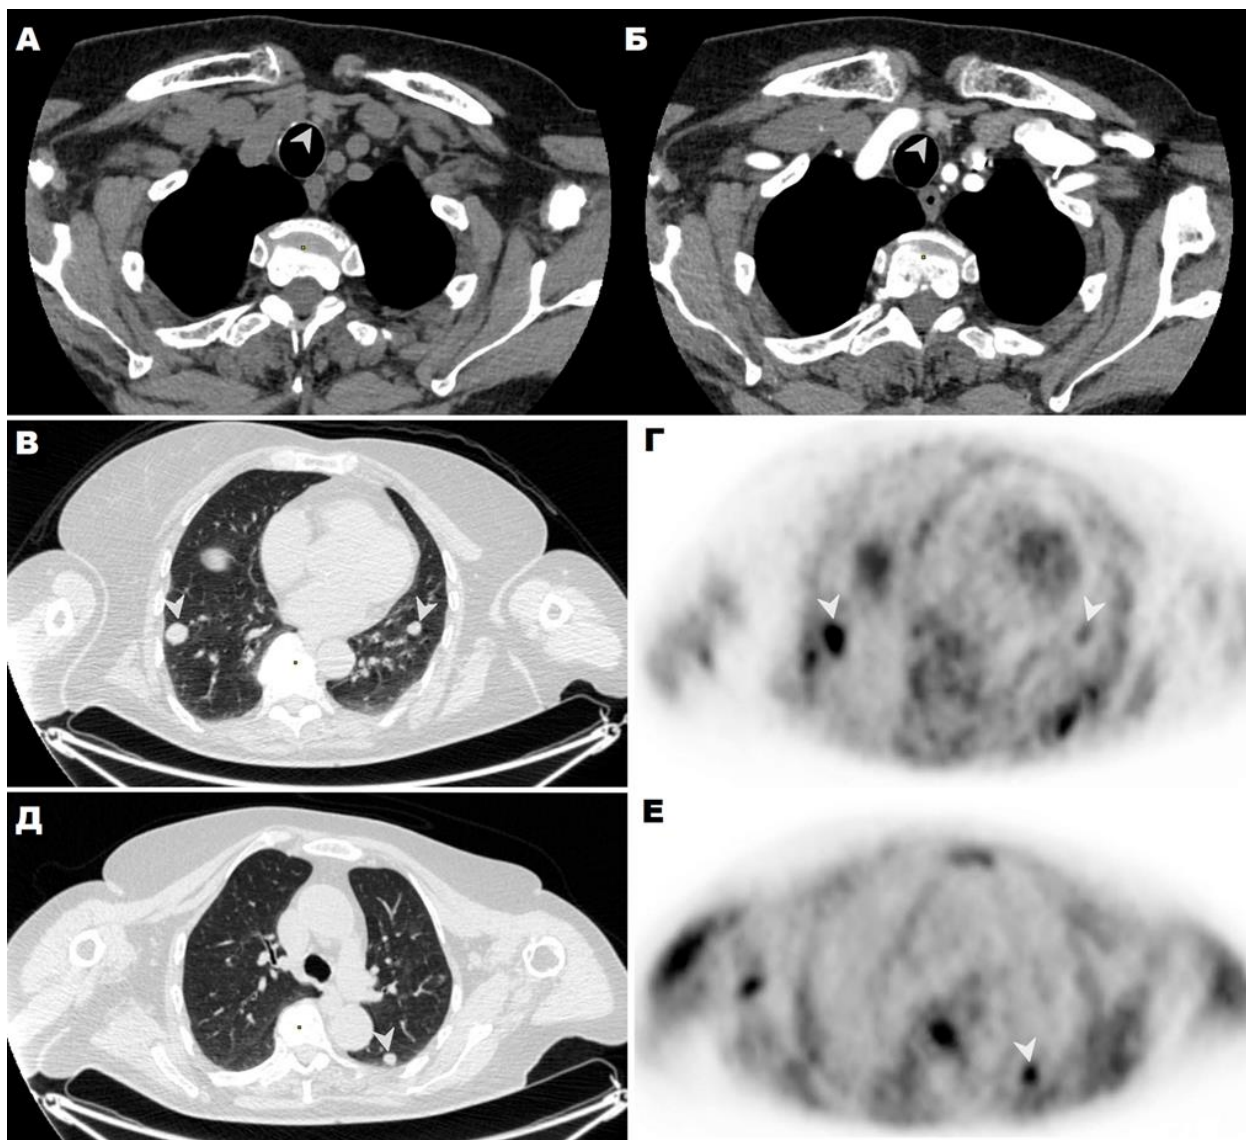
МСКТ, нативная (А) и артериальная (Б) фазы контрастного усиления. Паратрахеально слева (→), по нижнему контуру левой доли щитовидной железы, определяется мягкотканная структура овальной формы с ровными четкими контурами, размерами 6×5×5 мм, плотностью 83 ед.Н в нативную фазу, в артериальную фазу 104 ед.Н, в венозную фазу 93 ед.Н. ПЭТ/КТ с ¹¹С холином. На КТ части (В, Д) исследования органов грудной полости визуализируются образования (→) вторичного характера (mts) в S9 правого и левого легкого (В, Г), в S6 левого легкого (Д, Е) с гиперфиксацией (→) РФП.
